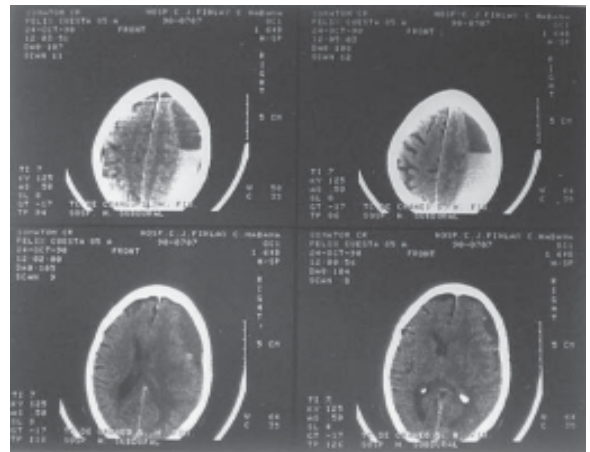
Tomografía simple de cráneo. Se observa en la región frontoparietal derecha una imagen semilunar con diferentes densidades, hiperdensidad hacia la parte e hipodensa hacia la parte anterior, que separa la tabla interna del cráneo del parénquima cerebral, y desplaza al ventrículo lateral y las estructura de la línea media hacia la izquierda. ID hematoma subdural crónico parietal derecho en la fase resolutive.
